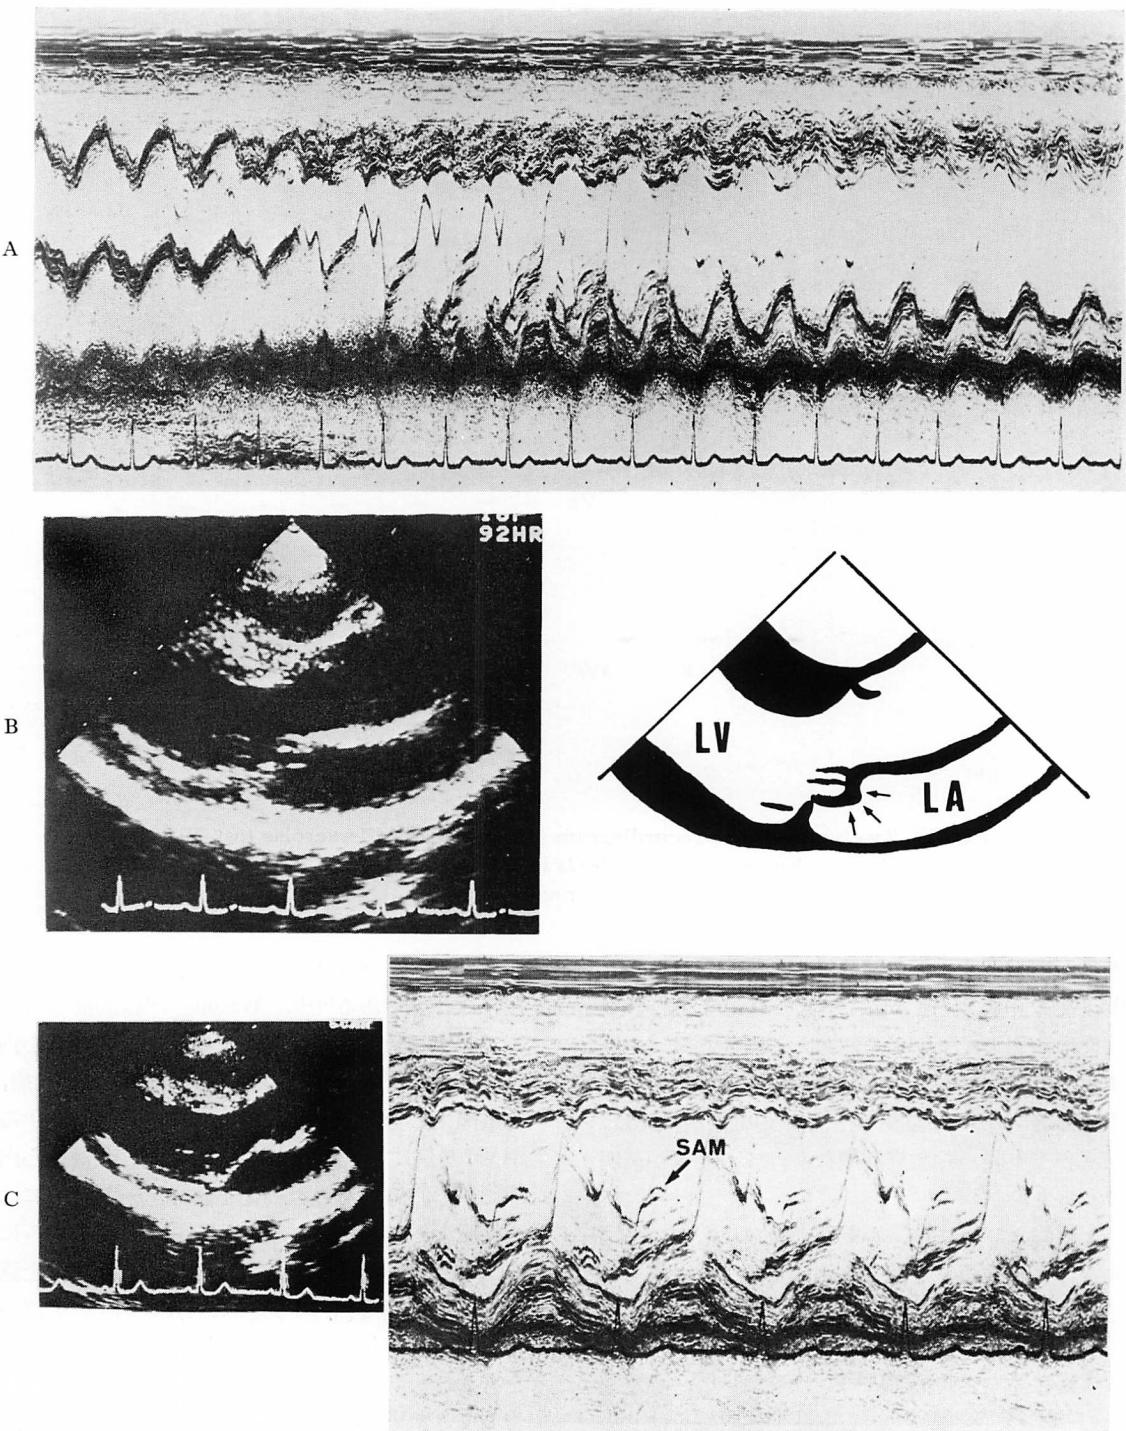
M-mode and two-dimensional echocardiograms.
